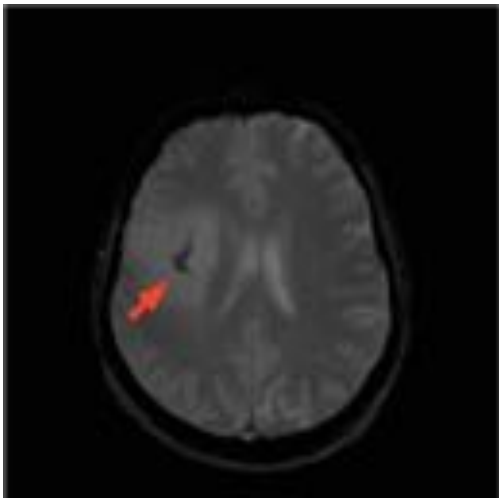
Paciente con ODG frontal derecho. RM secuencia axial T2*: muestra una masa con alta intensidad de señal en la SB del lóbulo frontal compatible con lesión tumoral. Se identifica en su espesor una imagen con baja señal, sugiriendo como primera opción es que se trate de una calcificación (flecha).
